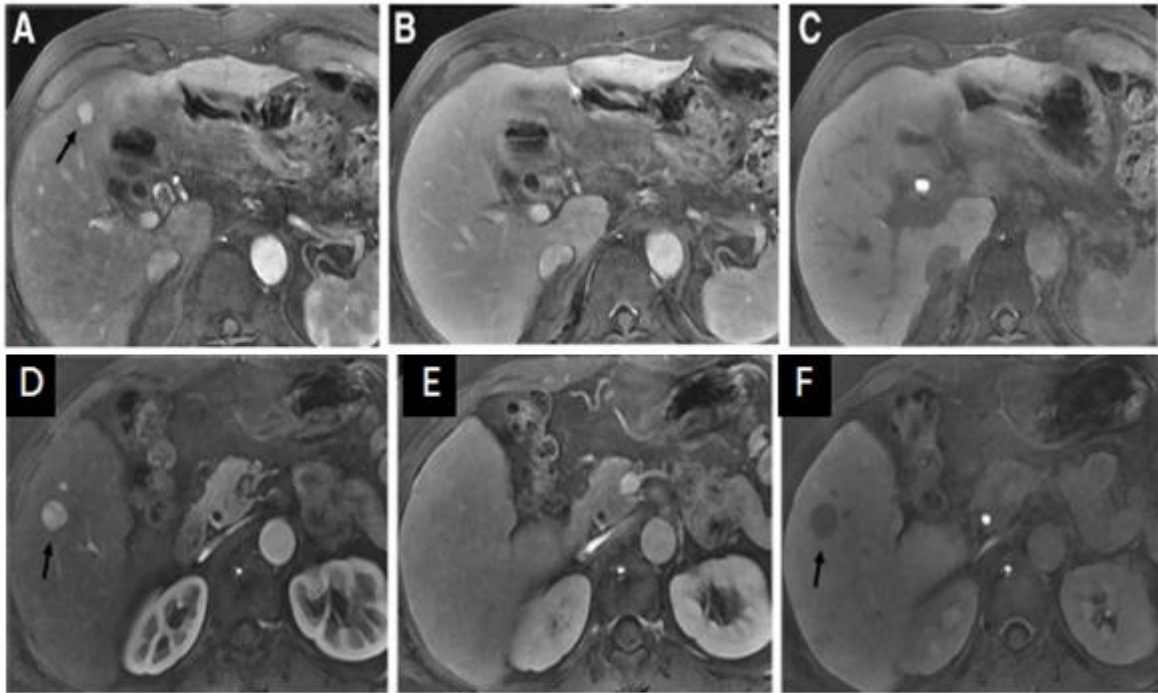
Pseudo-lésion artérielle et CHC par IRM injectée à l'acide gadoxétique. IRM multiphasique aux phases artérielle (A), portale (B) et hépato-biliaire à 20 minutes (C). Rehaussement artériel sans lavage au temps portal, en isosignal sur la phase hépato-biliaire compatible avec une pseudo-lésion artérielle. IRM multiphasique aux phases artérielle (D), tardive à 3 minutes (E) et hépato-biliaire à 20 minutes (F). Rehaussement artériel sans lavage au temps tardif, en hyposignal sur la phase hépato-biliaire, compatible avec un CHC.
